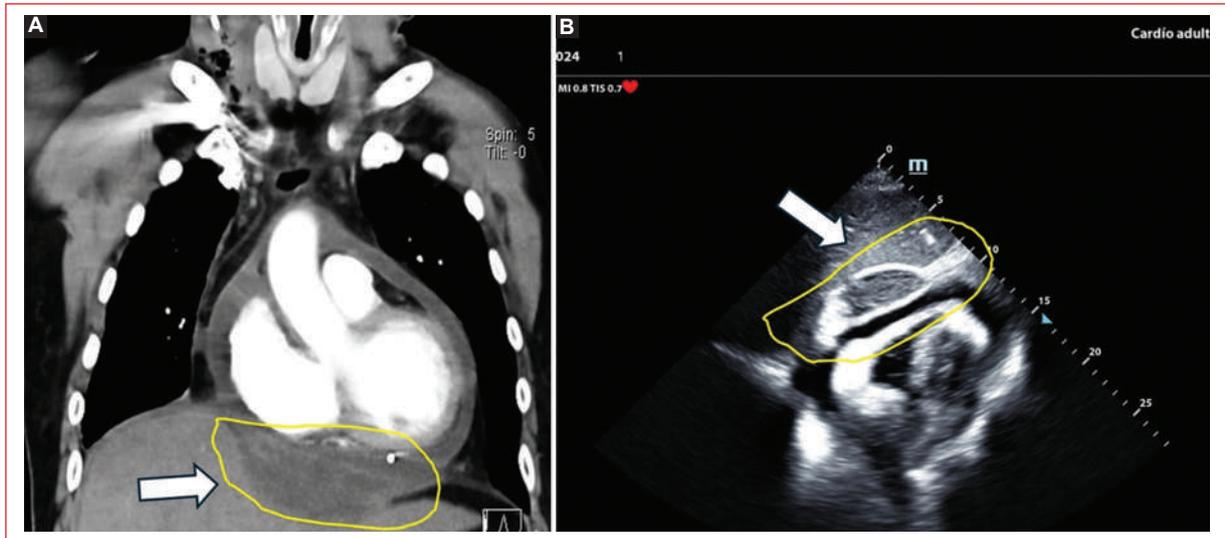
A: imagen de tomografía de tórax. El borde delimita el absceso de la vía biliar que comunica con la cavidad pericárdica. B: ecocardiografía en ventana subxifoidea. El borde delimita la colección de la vía biliar que se comunica con la cavidad pericárdica.
